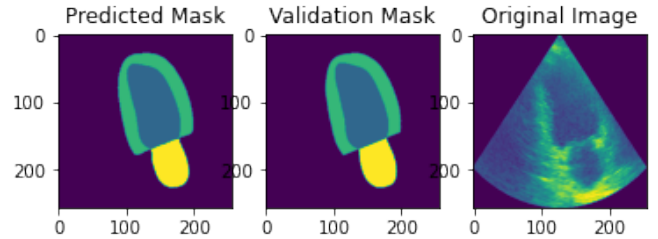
Ilustração do resultado de segmentação para uma imagem de ecocardiograma 2D. A primeira, segunda e terceira coluna apresentam a predição realizada pelo nosso modelo, a segmentação manual e a imagem original, respectivamente.
